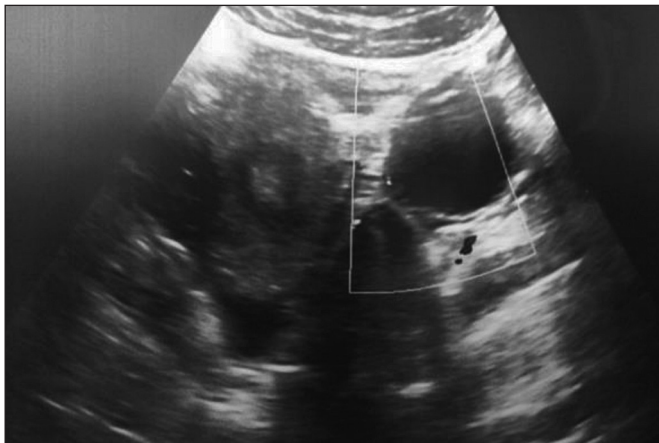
УЗИ-картина фолликулярной кисты левого яичника.
